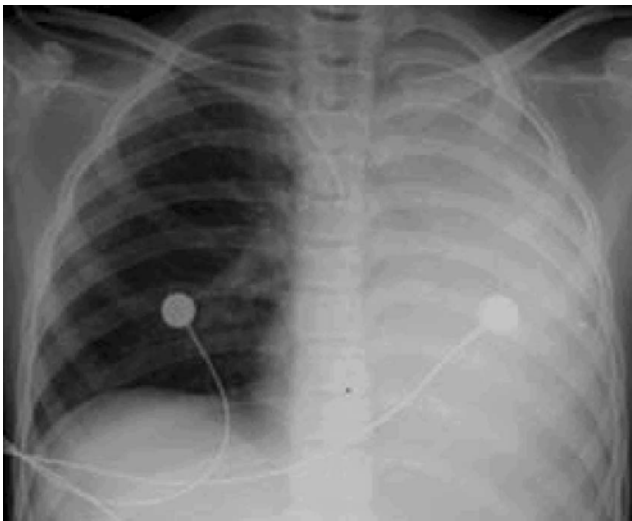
Chest X-ray shows total haziness of left lung.
